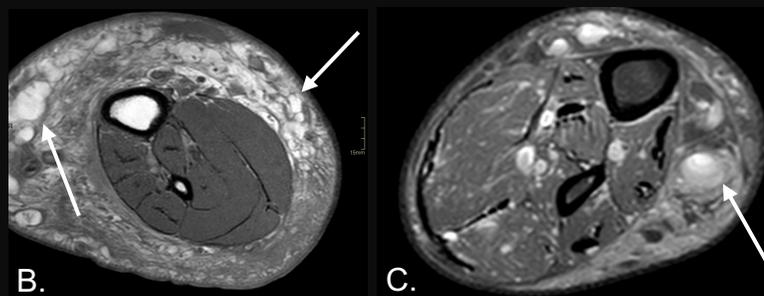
B e C – RM axial STIR da perna direita (B) e esquerda (C) espessamento do tecido subcutâneo, com múltiplas malformações/ ilhas vasculares (setas).
